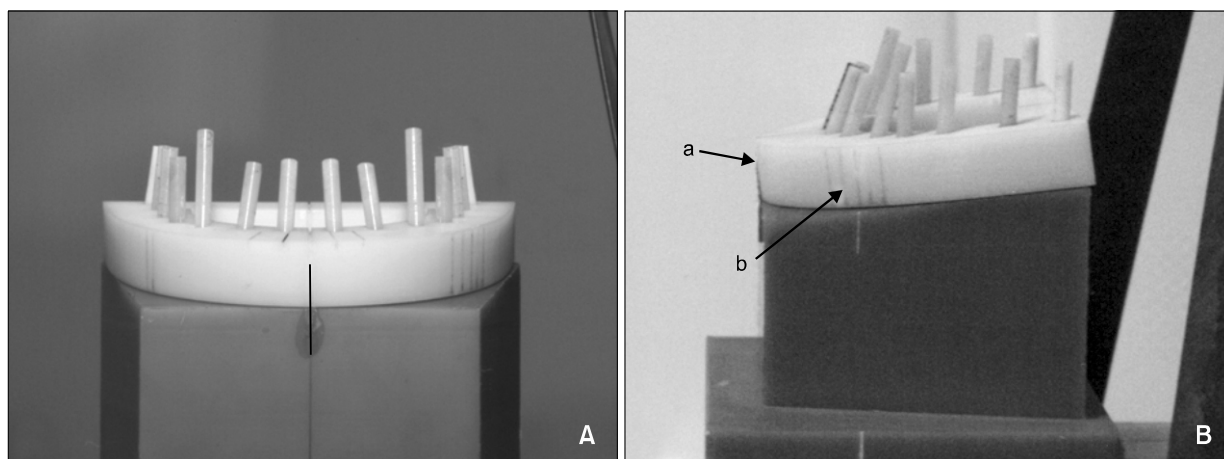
Model positioning in the panoramic radiograph machine. A, Frontal view; B, lateral view; midsagittal positioning beam (a) was aligned to model's midline and focal layer positioning beam (b) was aligned between the upper lateral incisor and upper canine.
